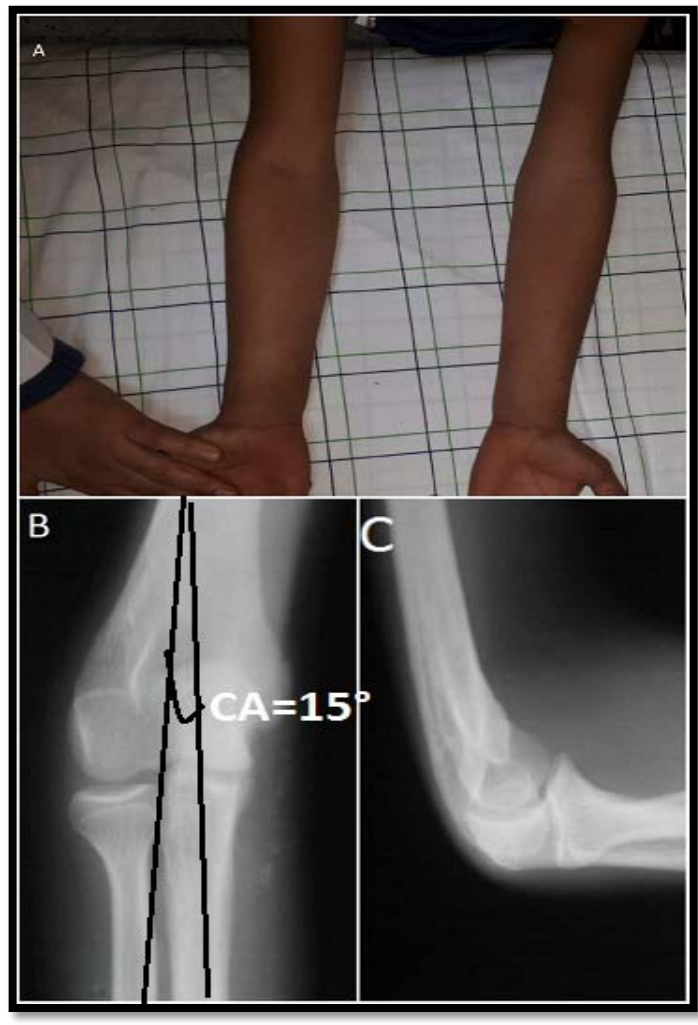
A aspect clinique d'un varus résiduel de 15° chez un garçon de 8 ans du coude gauche après un recul postopératoire de 9 mois. B et C : radiographie de coude gauche face(B) et profil (C) du même patient montrant un varus résiduel avec un carrying angle 15°.
